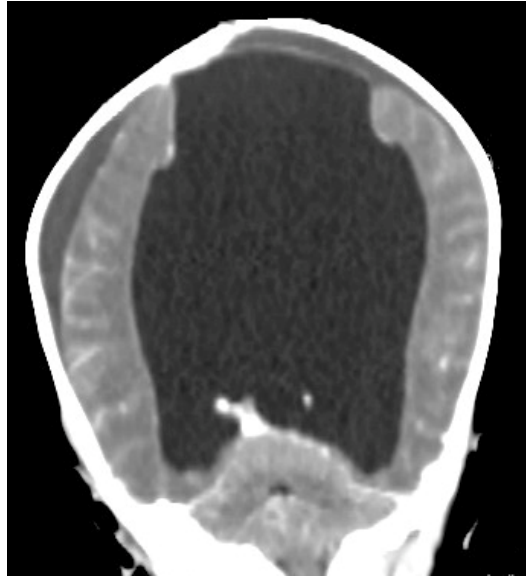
TAC craneo con doble contraste. Realce intenso y generalizado de todos los surcos cerebrales.
